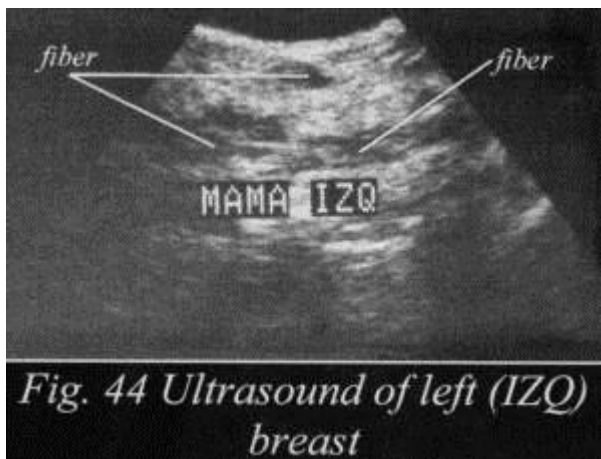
Ultrasonido de mama izquierda (IZQ)
